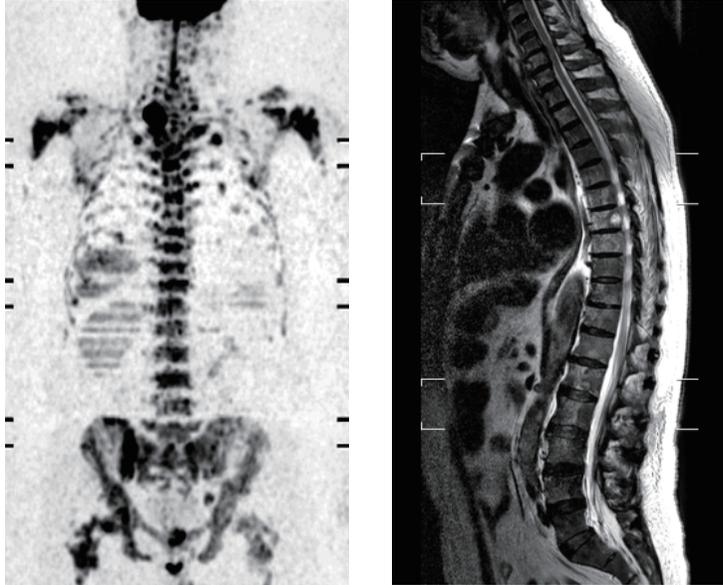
MRI(左:拡散強調像MIP像 右:T2強調矢状断像)
